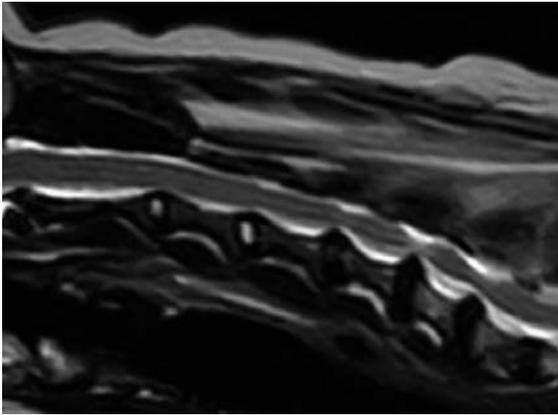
四肢不全麻痺で4週間も起立不能であったヨークシャー・テリア（11歳，体重3.3kg）の頸部MRI T2-強調矢状断像．C4-5，C5-6，C6-7の多発性椎間板ヘルニアが描出された．C4からC7までの背側椎弓切除術を行ったところ，本症例は術後2週間で歩行及び走行が可能になった．
